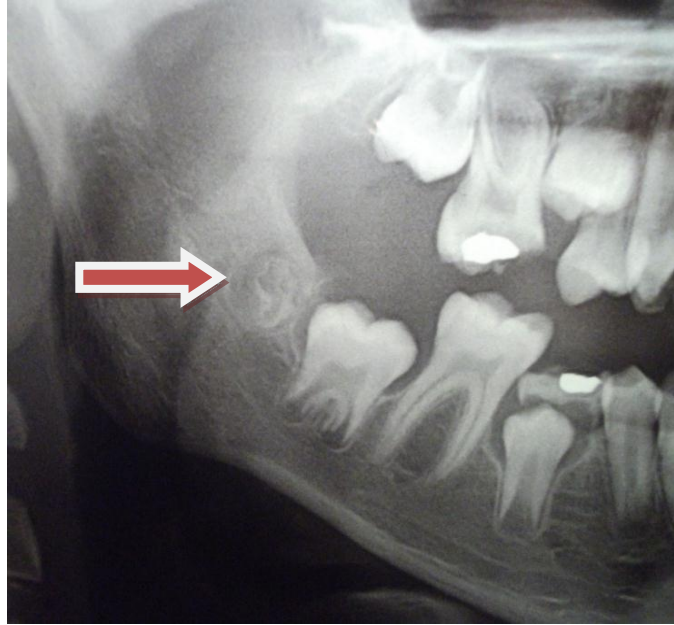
Radiografía de un paciente de 7 años
